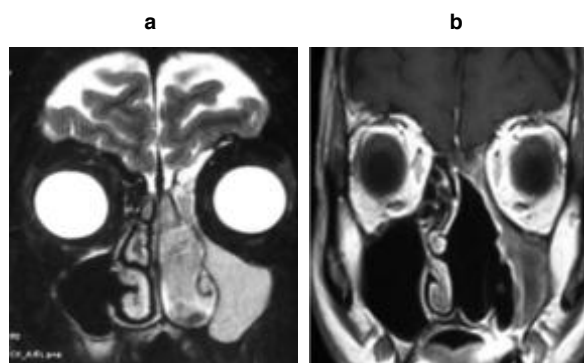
IRM en coupe coronale du cas 1.
